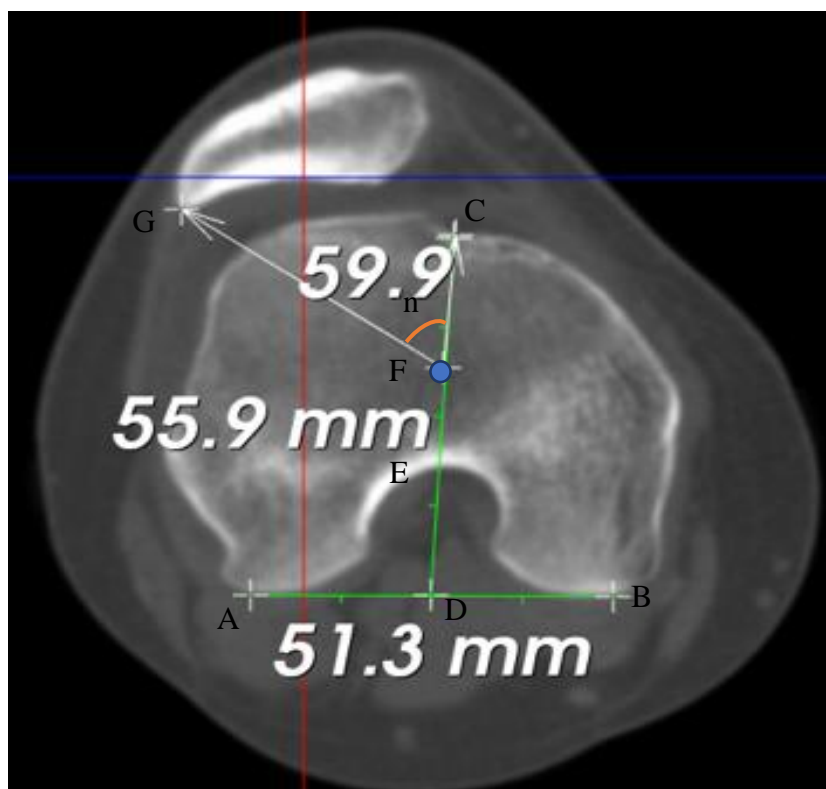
Компьютерная томограмма коленного сустава, аксиальная проекция, расчет угла латерализации надколенника: чрезмыщелковая линия АВ, которая проведена через вершины задних отделов бедренной кости; поперечная линия CD, проведенная через межмыщелковую борозду до центра чрезмыщелковой линии; бедренный отрезок CE, который отмечают на поперечной линии CD между передним и задним краями бедренной кости; надколенниковая линия GF, проведенная от точки F в центре бедренного отрезка CE до точки G; угол α – угол латерализации надколенника.
